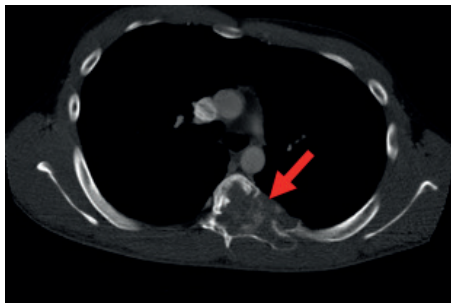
La TDM en coupe axiale en fenêtre osseuse au niveau de T5 montre une lésion ostéolytique et expansive touchant principalement le corps vertébral gauche et la partie adjacente de l'arc costal postérieur gauche avec extension endothoracique.
